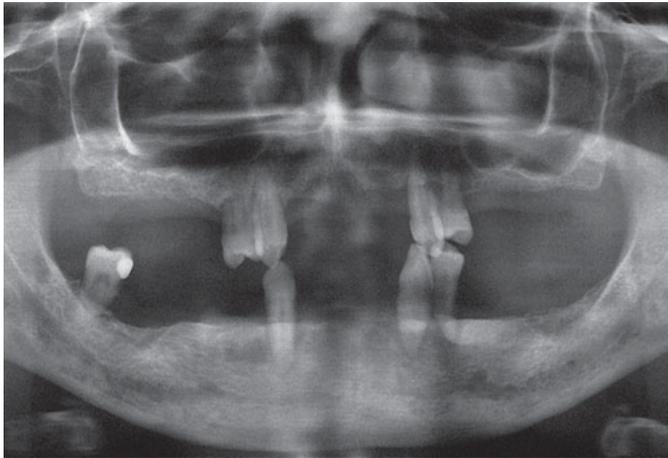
Ausgangssituation auf dem Orthopantomogramm (OPG): geringe und nicht erhaltungsfähige Restbezahnung.
